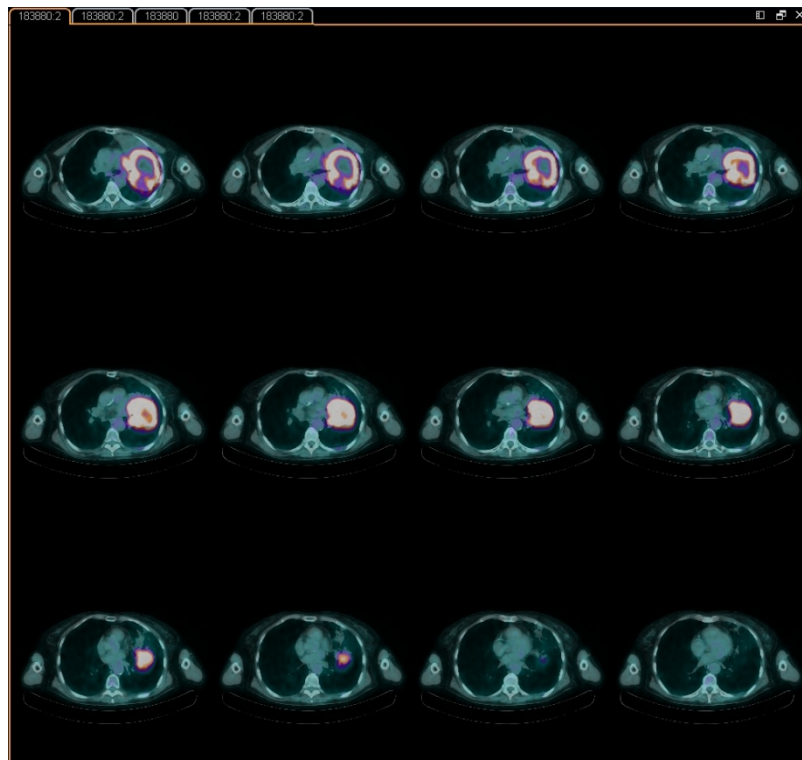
Cortes transaxiais de massa tumoral em pulmão esquerdo vista no PET-CT oncológico - Caso 5
